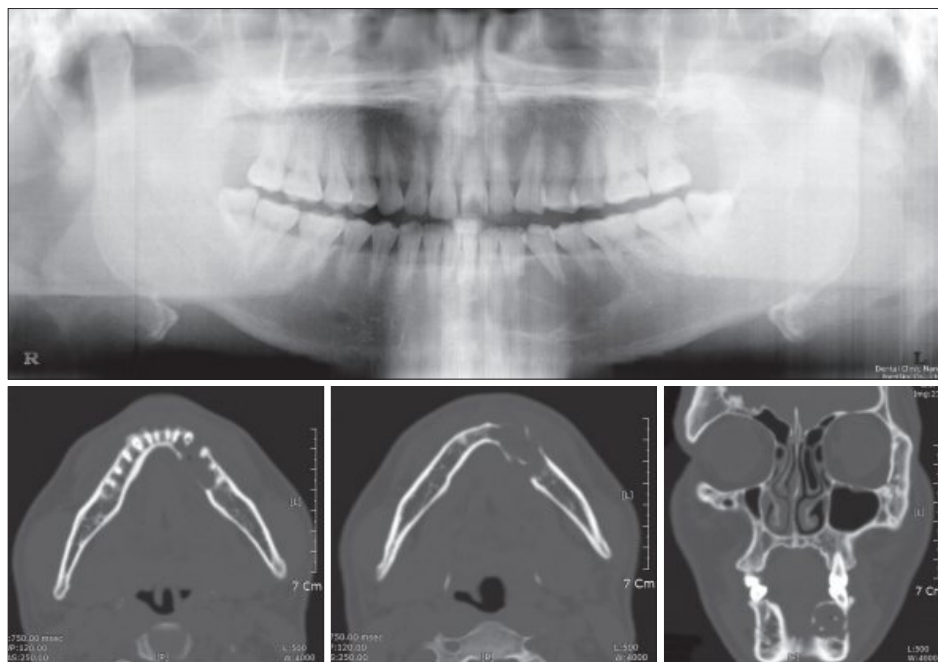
Panoramic X-ray and CT at 1st visit show multiple bony destruction combined teeth resorption.
